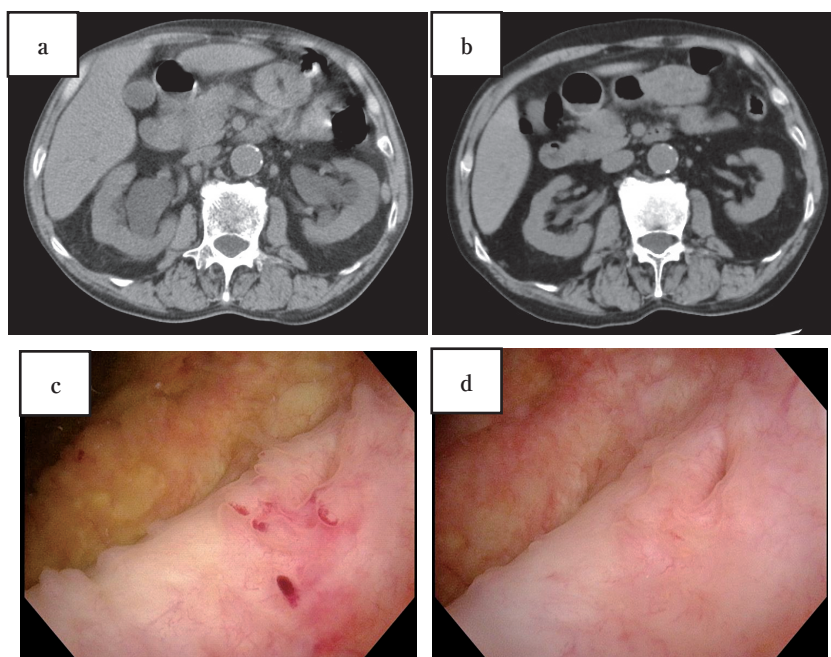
(a) Preoperative CT shows bilateral hydronephrosis. (b) CT one month after surgery (c) Left ureteral orifice one month after surgery with cystoscopy (d) Left ureteral orifice three months after surgery with cystoscopy
